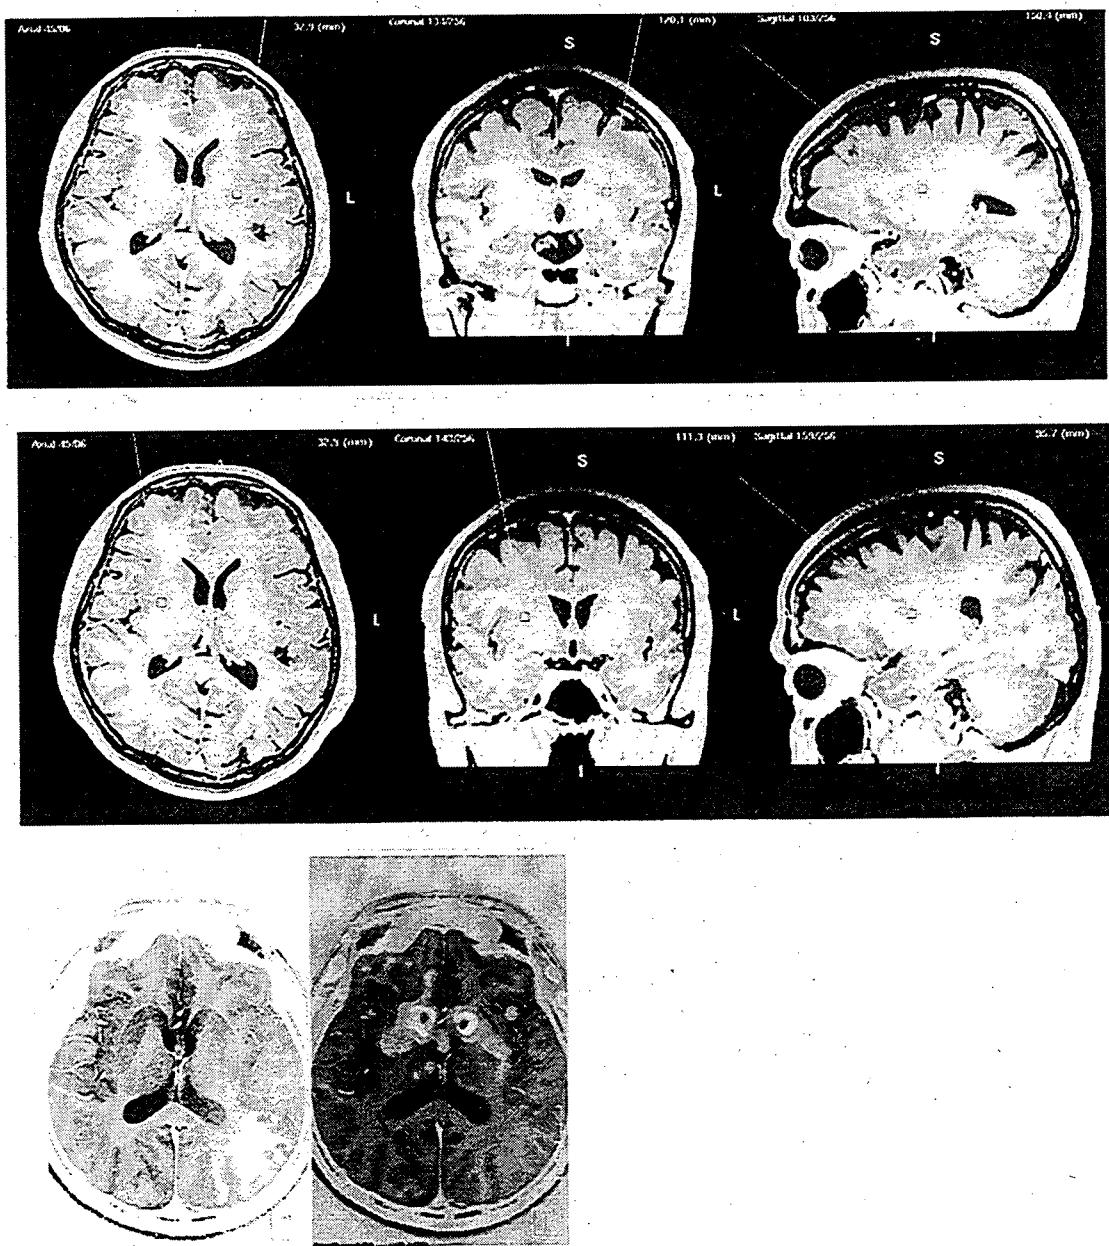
症例1の AADC 遺伝子注入部位 (上段 左、中段 右、下段 FMT-PET 画像)
